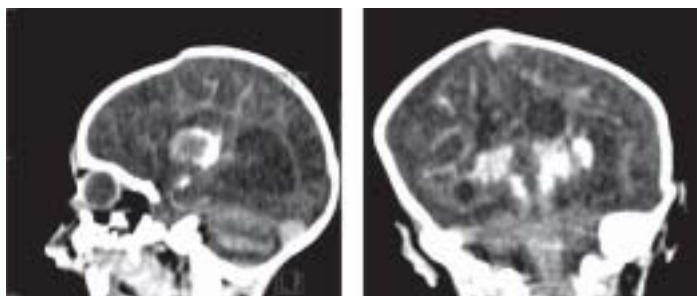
Реконструированные компьютерные томограммы головного мозга больной М., возраст – 1 мес.
